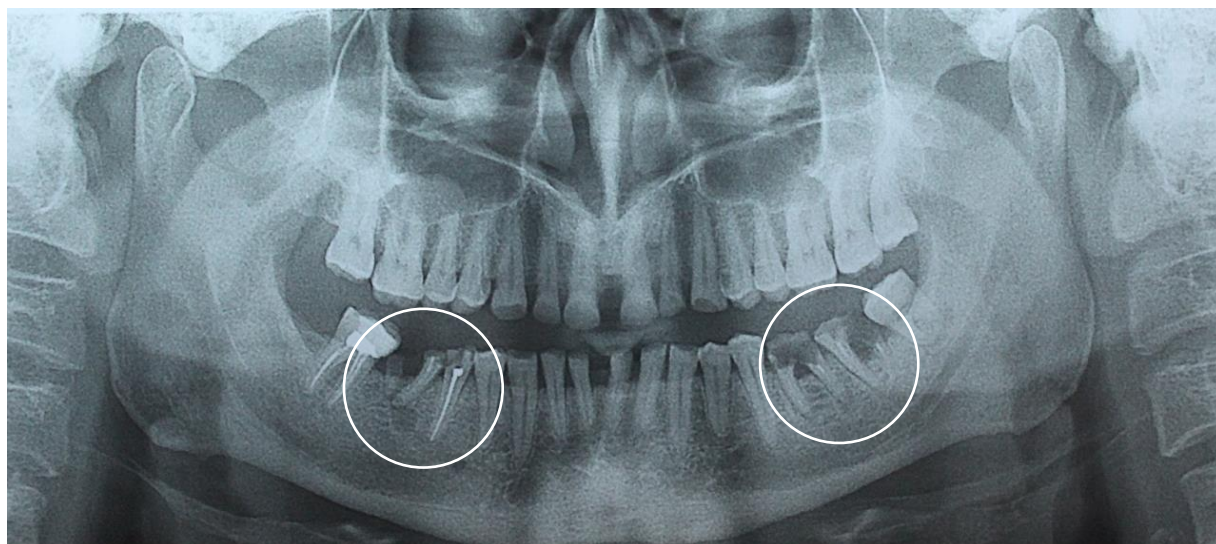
Ortopantomogramă
